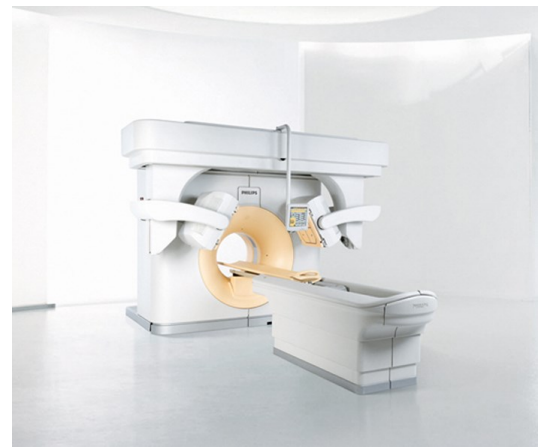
Gamma caméras couplées au scanner (SPECT/CT)
